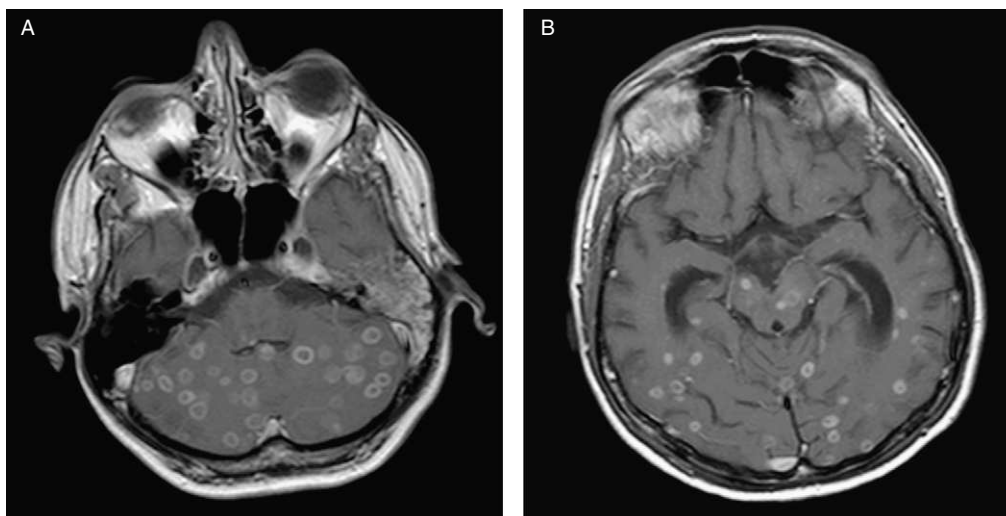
Resonancia magnética cerebral de control evolutivo que muestra aumento paradójico de tamaño de las lesiones cerebrales parenquimatosas en cerebelo (a) y hemisferios cerebrales (b) con captación periférica en anillo correspondientes a tuberculomas en el contexto de síndrome inflamatorio de reconstitución inmune.
